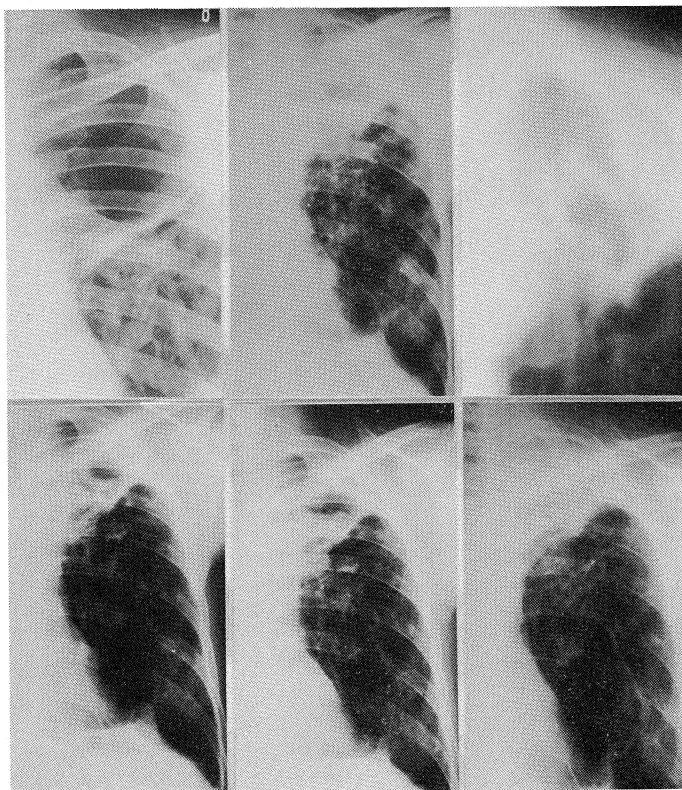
症例3における菌球形成過程。上段左より右へ54年2月, 55年6月, 55年6月の断層。下段左より右へ55年7月, 55年8月, 56年6月の胸部X線像。
